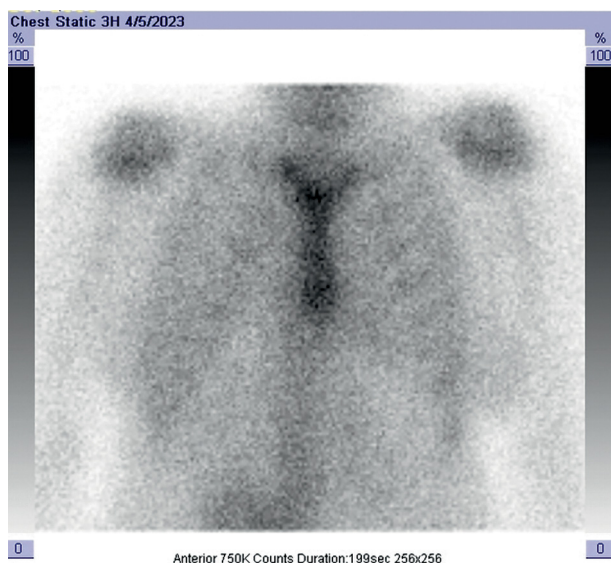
Сцинтиграфия миокарда с Tc-99м-пирфотех. Отсутствует накопление в проекции сердца
